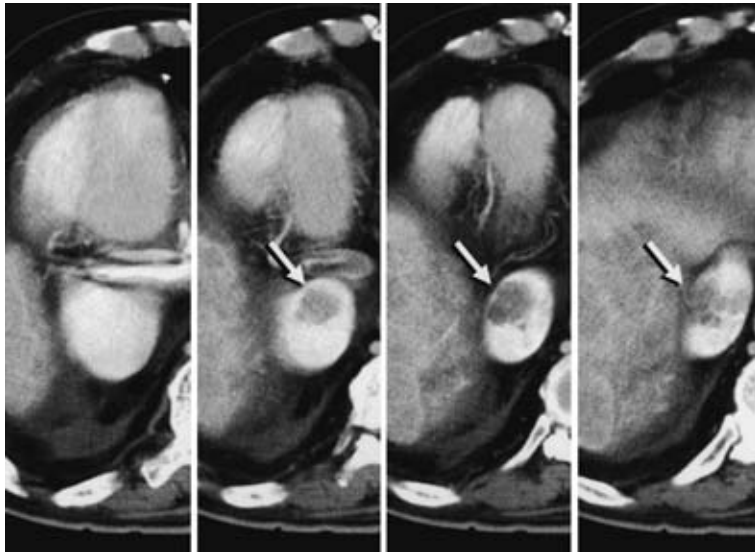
Enhanced computed tomography.
